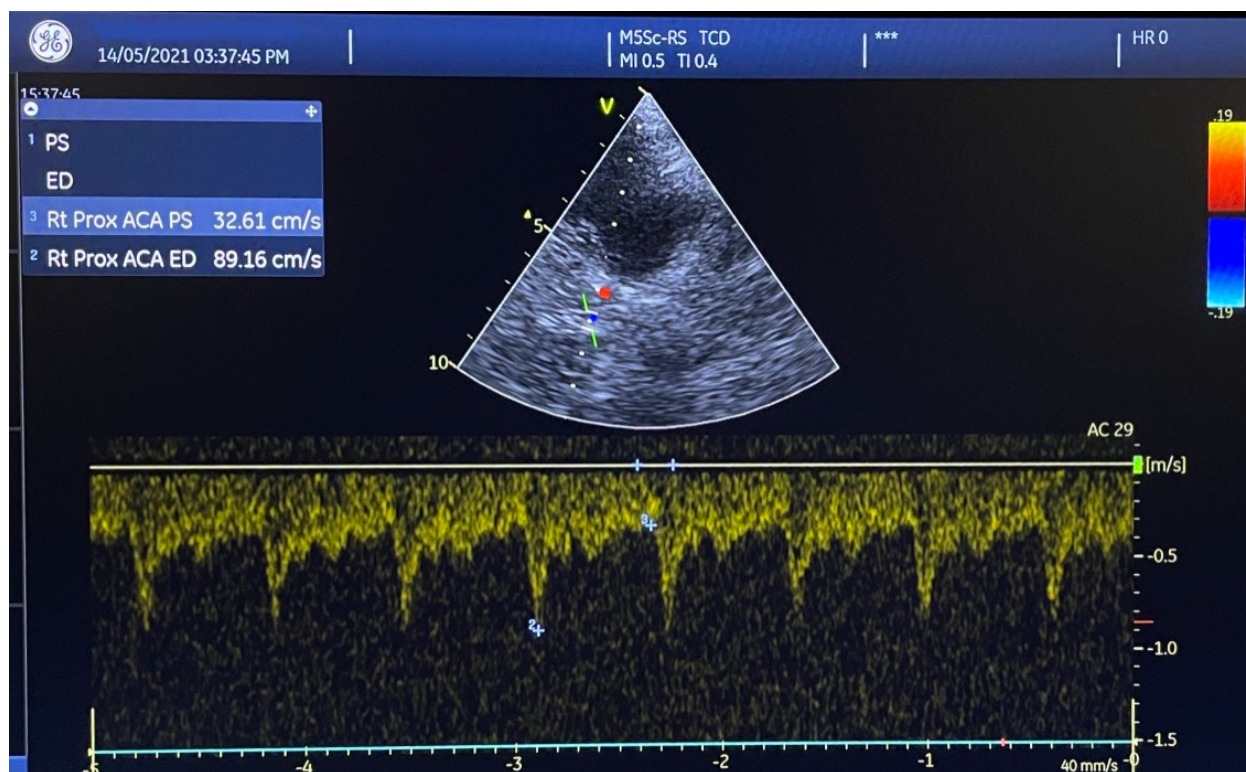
Imagen de Ultrasonido Dúplex en ACA
